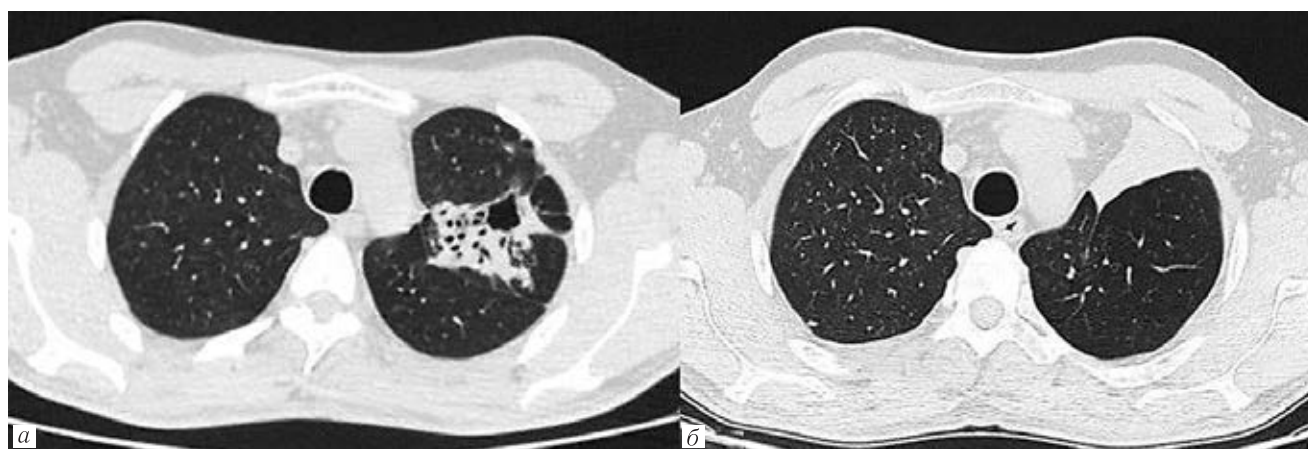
КТ органов грудной полости, аксиальная проекция. Формирование ателектаза (б) легочной ткани, содержащей каверну (а)
